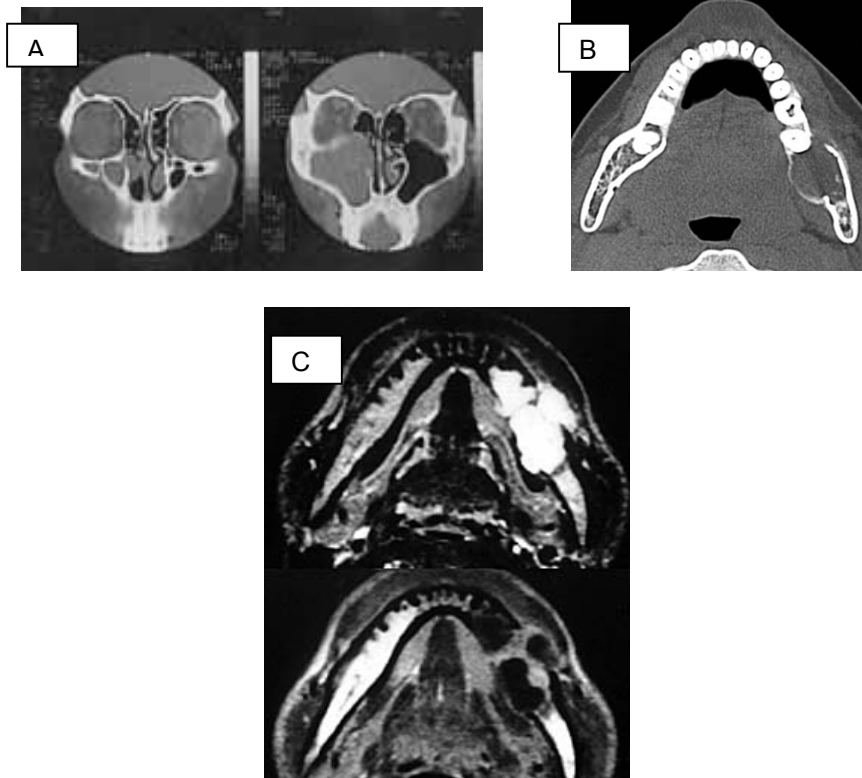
35 Imágenes de tomografía axial: A) lesión a nivel de piso orbitario, B) lesión a nivel de ángulo mandibular, C) Dos imágenes de lesión mandibular. (20)
